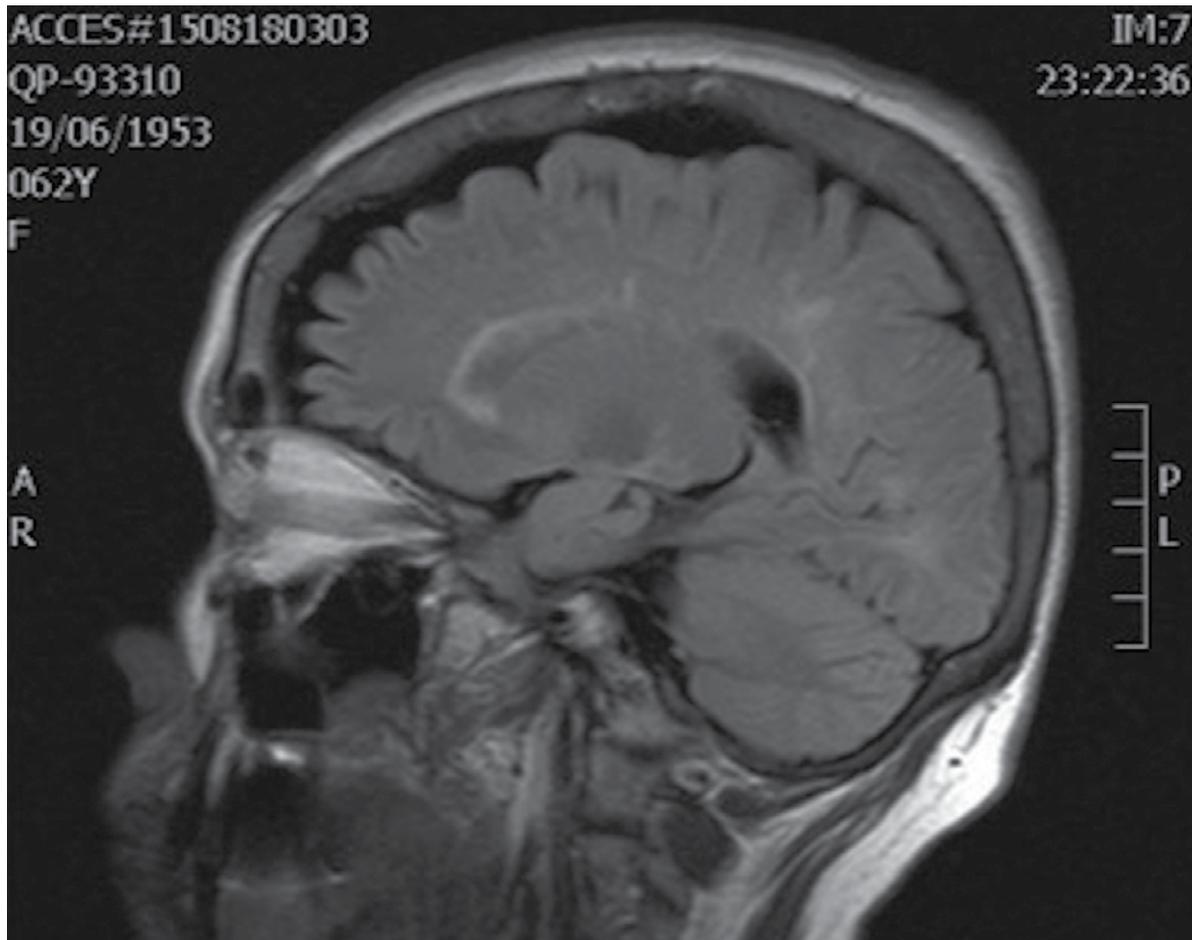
Imagen de resonancia magnética nuclear de encéfalo en secuencia FLAIR que evidencia zonas hiperintensas de desmielinización periventricular.
